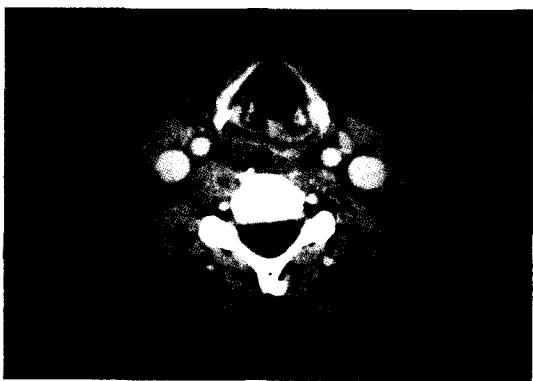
Neck CT shows retropharyngeal abscess cavity and foreign body shadow.
